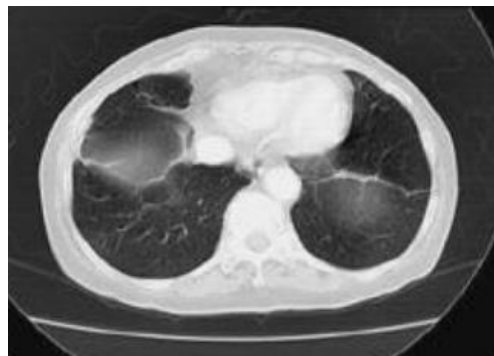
TAC al alta de la paciente (Hurtado, R. [2010] <https://bit.ly/3xdqoM0>).
